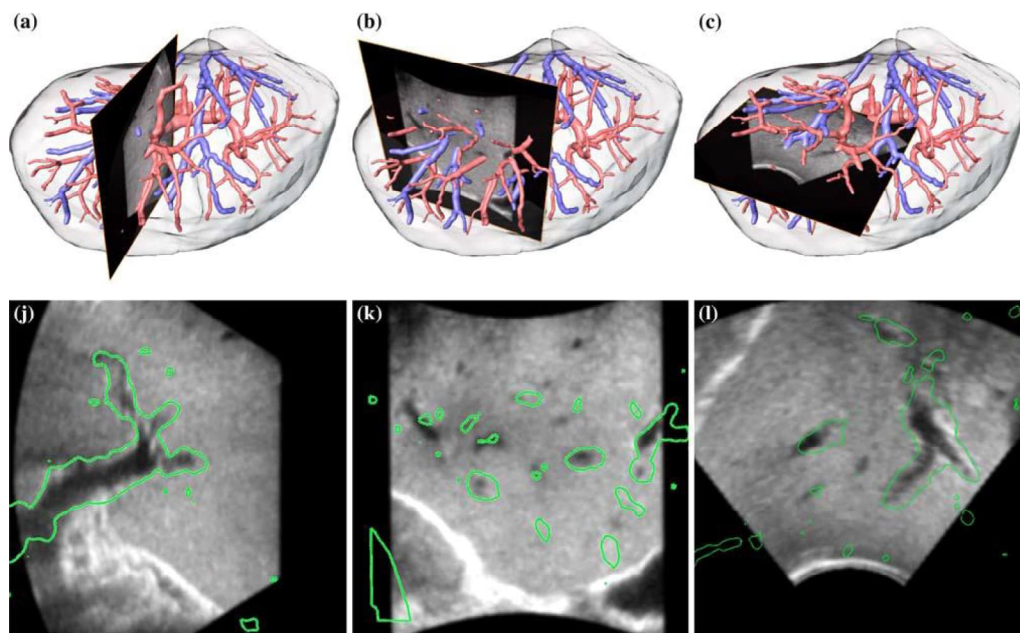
Aus einer CT-Aufnahme extrahierter und zu Ultraschallbildern registrierter vaskulärer Gefäßbaum der Leber. Teilabbildungen a)-c) und j)-l) unverändert entnommen aus *Lange et al. (2009)*. Der Nachdruck erfolgte mit Genehmigung des *International Journal for Computer Assisted Radiology and Surgery*.
